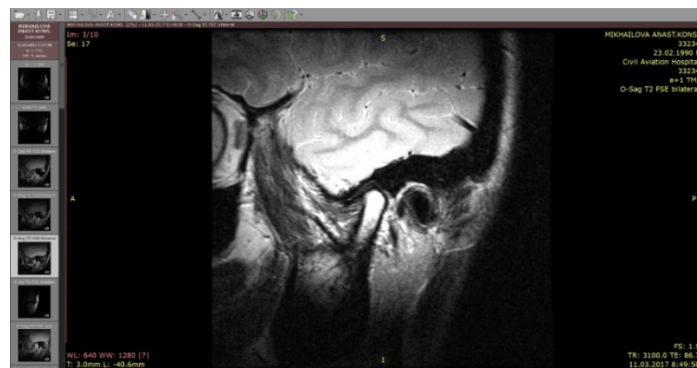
МРТ ВНЧС в кососагиттальной проекции
